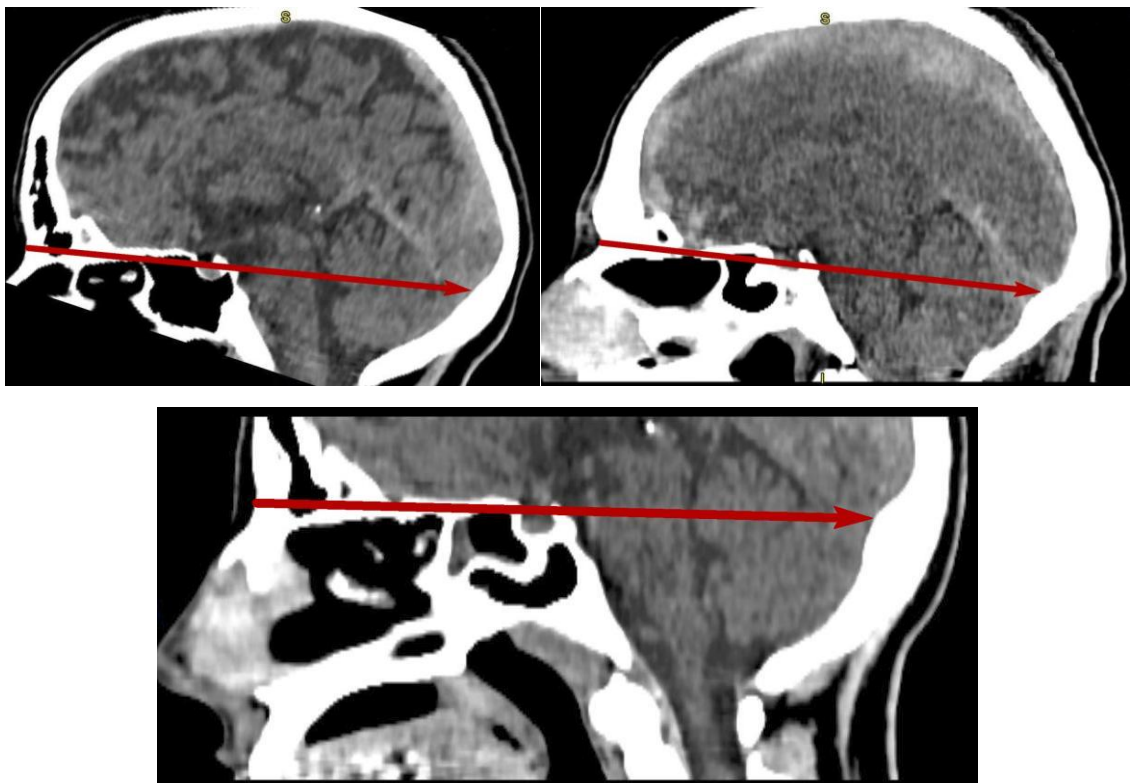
Зображення лінії Проузе-Джамеса в залежності від крайніх типів черепа на КТ знімках голови: А – брахікрани; Б – мезокрани; В – доліхокрани.
